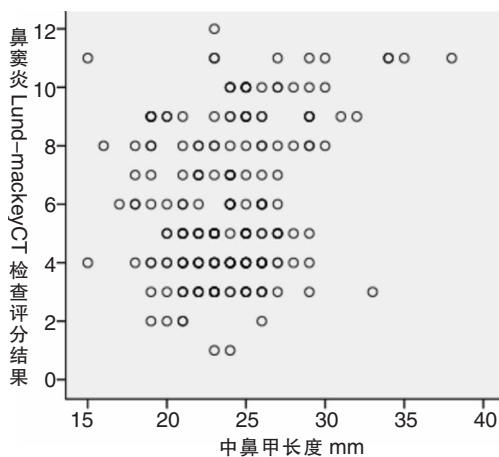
中鼻甲长度和慢性鼻窦炎Lund-mackey CT评分散点图
